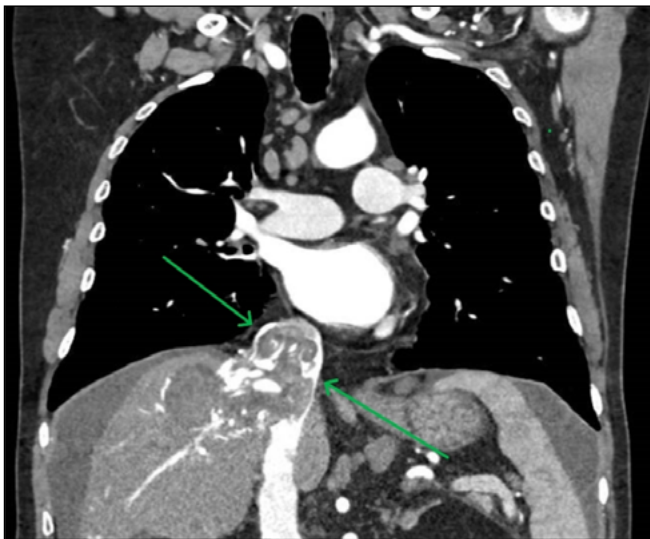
Corte coronal de tomografía computarizada con contraste IV donde se aprecia infiltración completa de vena cava inferior por hepatocarcinoma.
